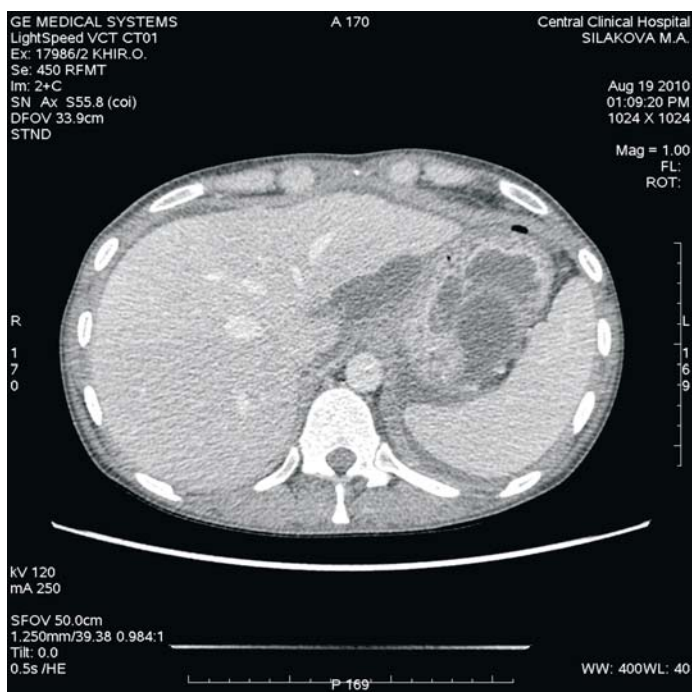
МСКТ органов брюшной полости от 19.08.10.
